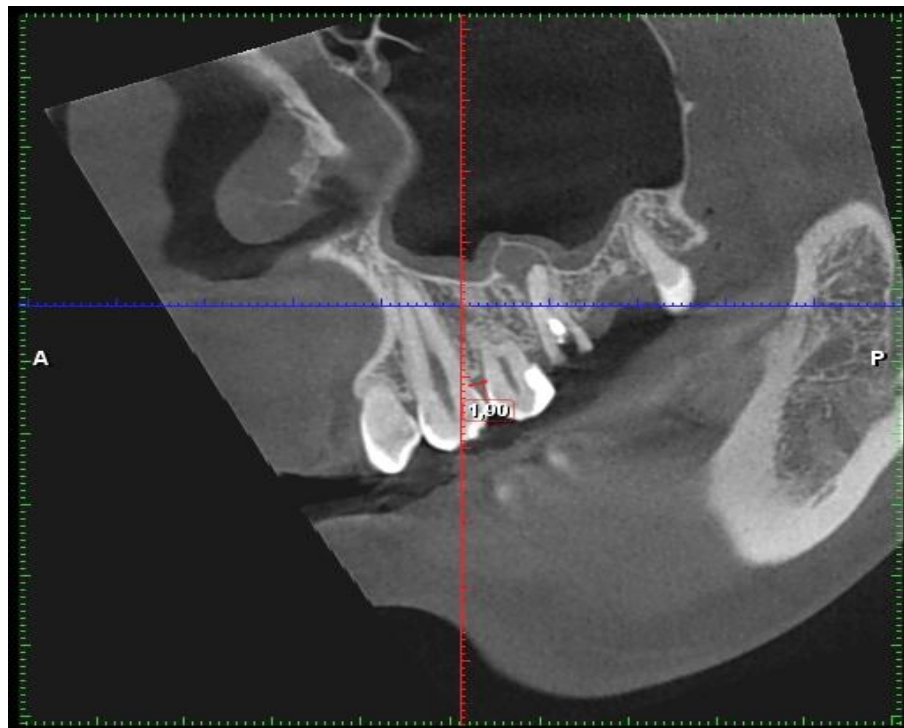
Визначення цервікально-проксимального індексу за даними коротко-променевої комп'ютерної томографії
